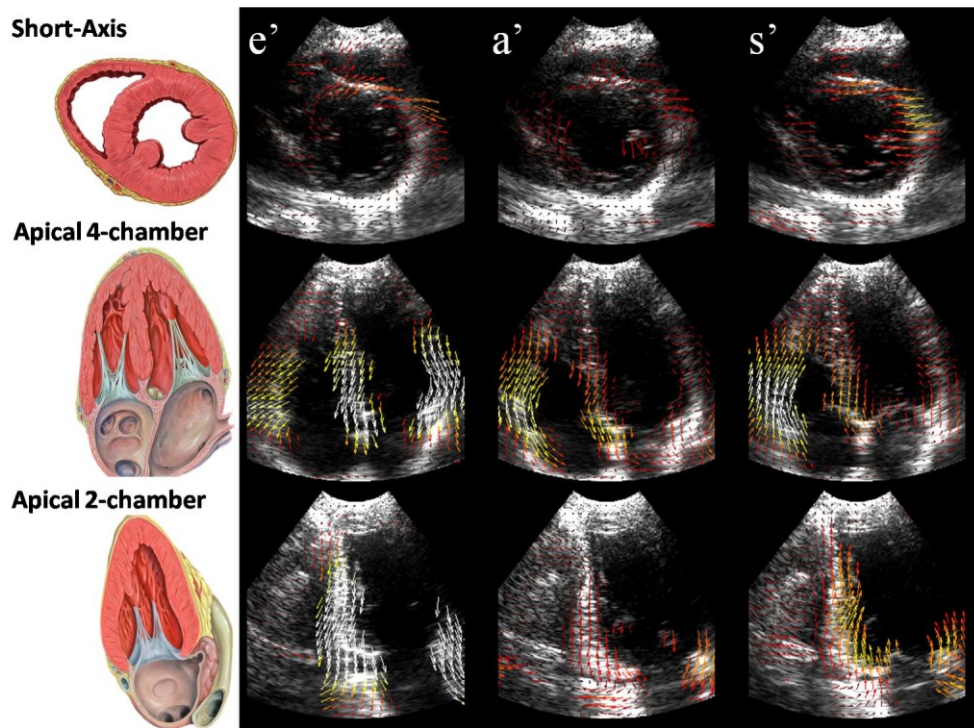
High-frame rate vector velocity images. Medial short-axis view (top-row), apical 4-chamber view (middle row) and apical 2-chamber view (bottom-row) overlaid on high-frame-rate B-mode echocardiography. e'-wave: left ventricular relaxation, a'-wave: atrial contraction and s'-wave: peak systole (from left to right).
